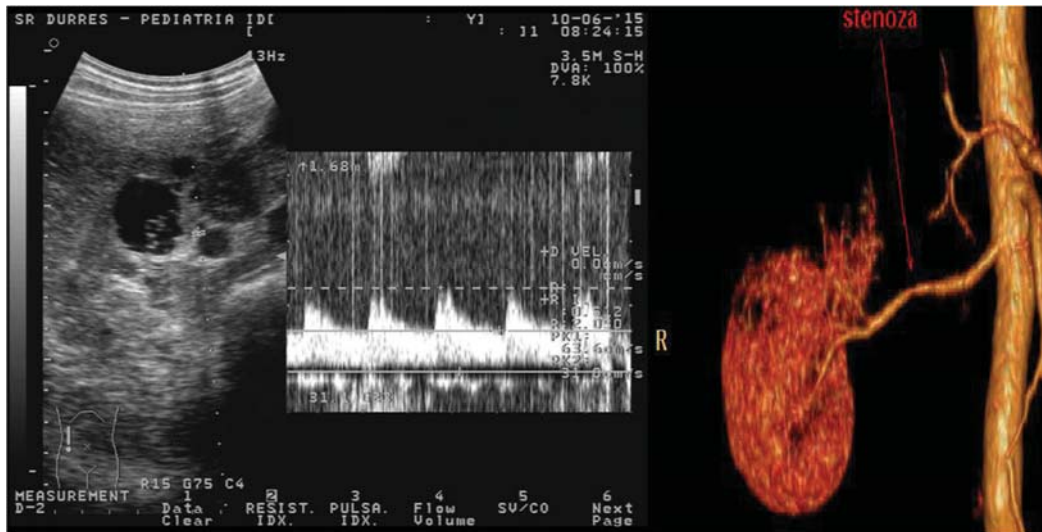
Rast që paraqitet për HTA prej pak kohësh. Në anamnezë familjare ka insuficiencë renale të të atit nga polikistoza renale. Rezultoi me polikistoze hepatorenale dhe me RI të degëve segmentare 0.51 (majtas në figurë). Pas kryerjes së angio CT konfirmohet stenoza ar dex në 1/3 e mesme të saj (djathtas në figurë)
